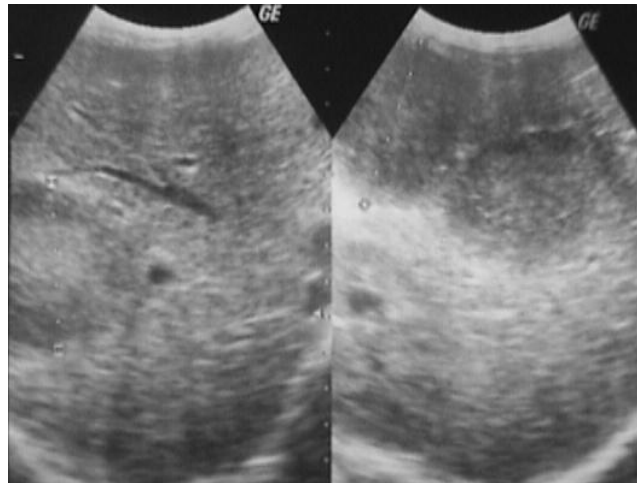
échographie hépatique montrant un nodule hépatique
